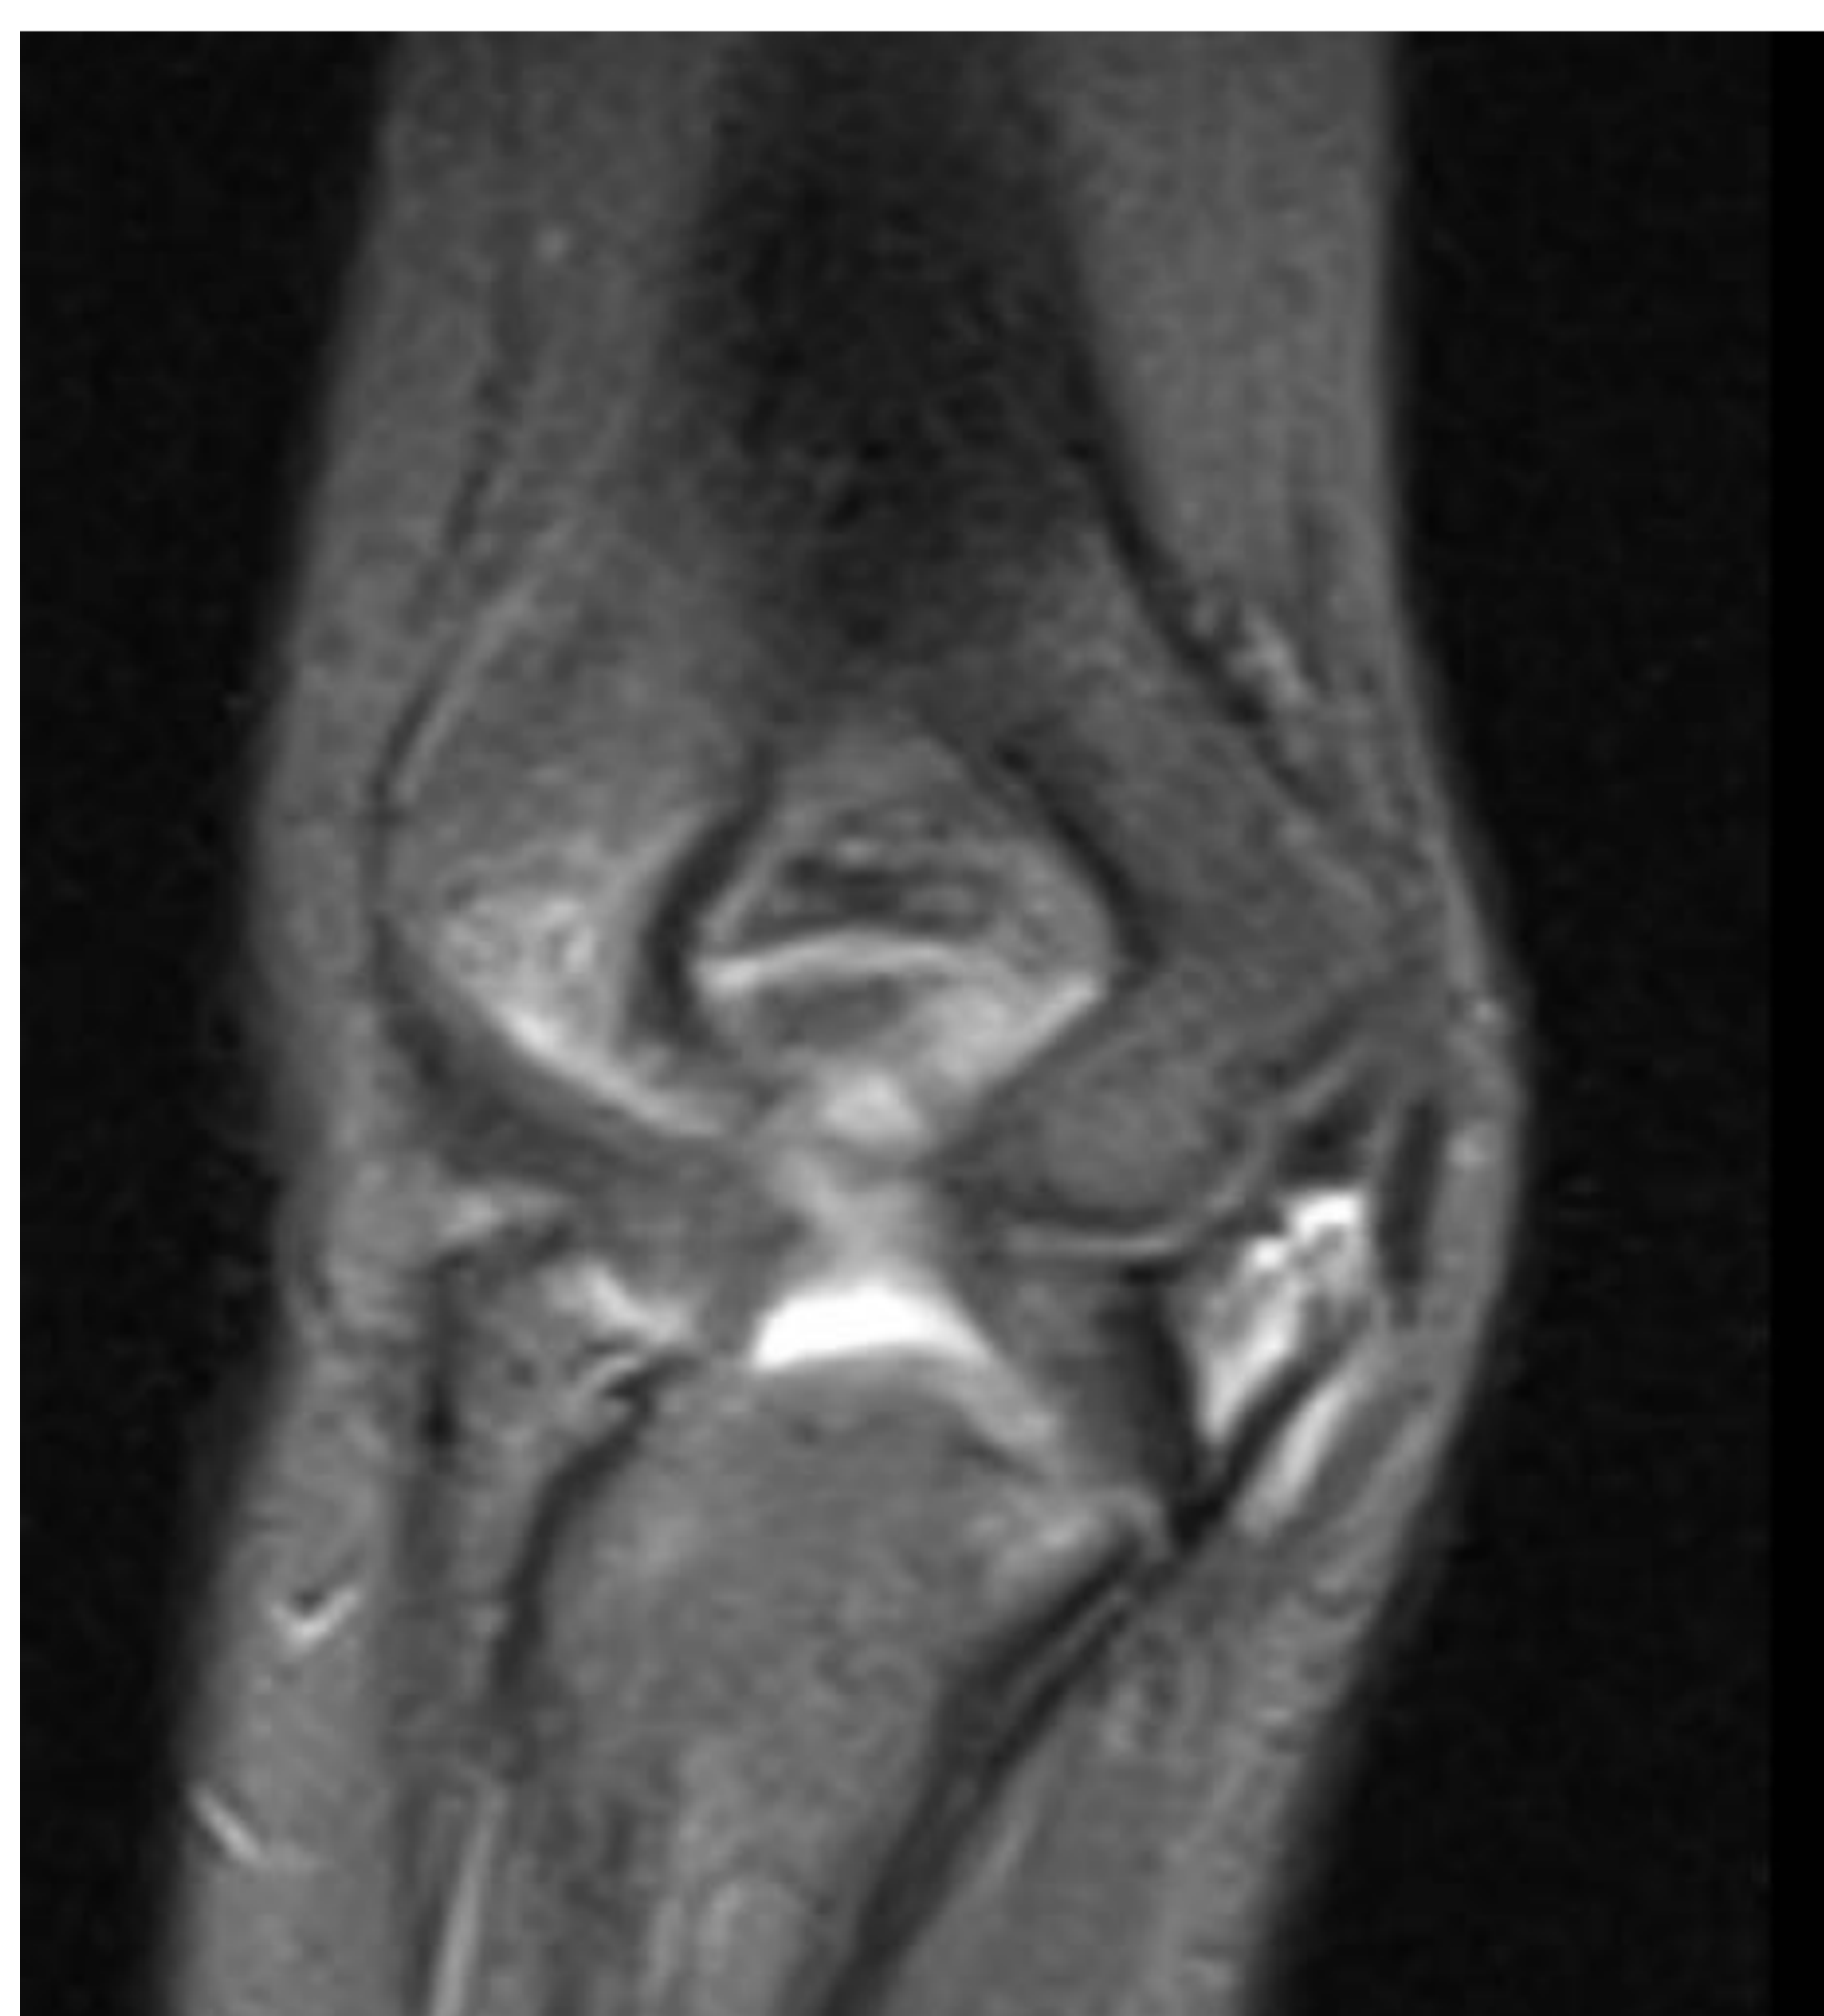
RM codo en secuencia T2 plano coronal. La imagen muestra una lesión del LCM (Cubital), se visualiza rotura completa del tercio medio del ligamento con líquido adyacente.
